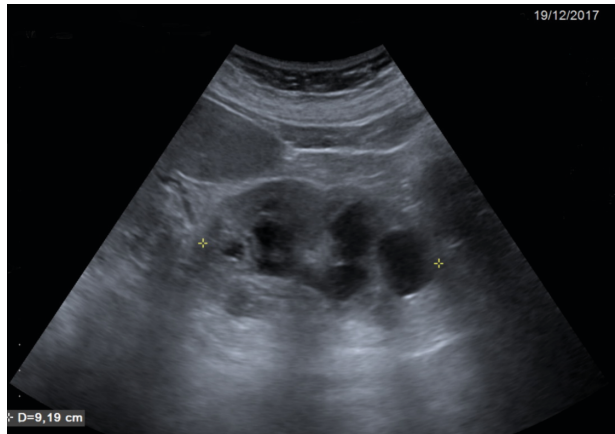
Ecografía del riñón izquierdo. Se observa hidronefrosis izquierda grave con signos de pionefrosis. Fuente: ecografía de la paciente, previa autorización
